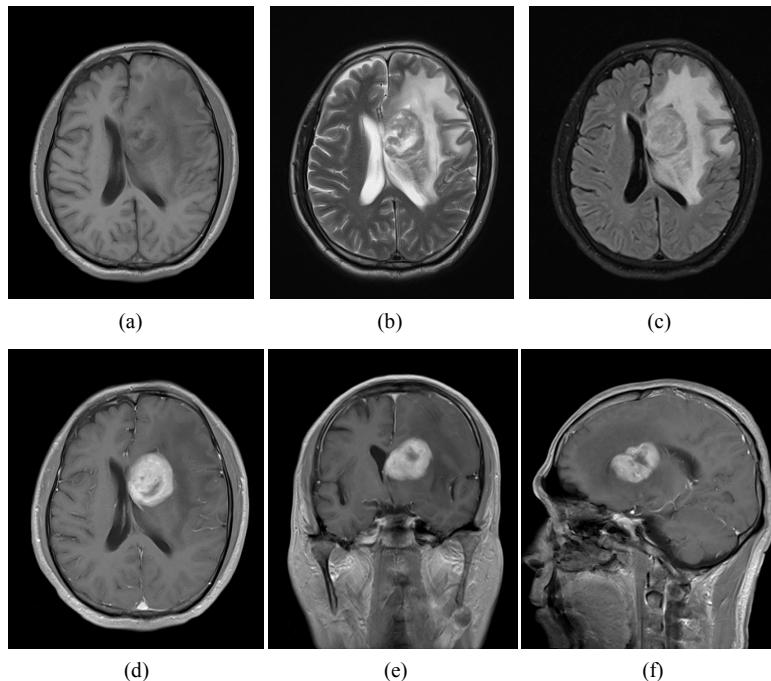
(a) Axial T1WI shows low, equal and slightly high signals in the left basal ganglia; (b)-(c) Axial T2WI and FLAIR show equal and high signals with severe edema around the lesion; (d)-(f) Enhanced scan shows significant uneven enhancement of the tumor
